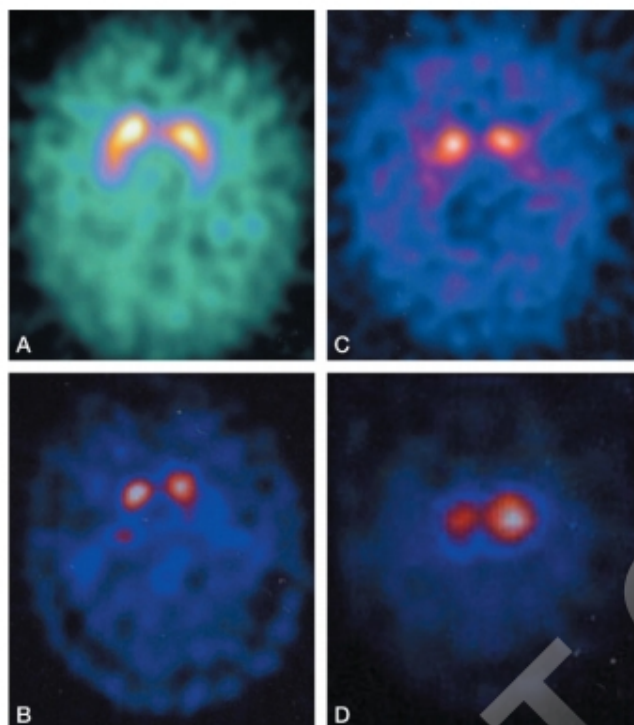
SPECT- β -CIT en diferentes variedades de enfermedad de Parkinson (EP). En todas ellas hay un déficit del transporte dopaminérgico nigroestriado. A. Control. Obsérvese la imagen en forma de «coma» del conjunto caudado-putamen. B. EP idiopática. C. EP por mutación en el gen de α -sinucleína. D. EP por mutación en el gen *LRRK2*. En todos ellos, el déficit dopaminérgico predomina en el putamen (la «cola» de la coma) y está parcialmente respetado el caudado. Es frecuente que el defecto sea asimétrico, congruente con la asimetría clínica (muy evidente en D).
